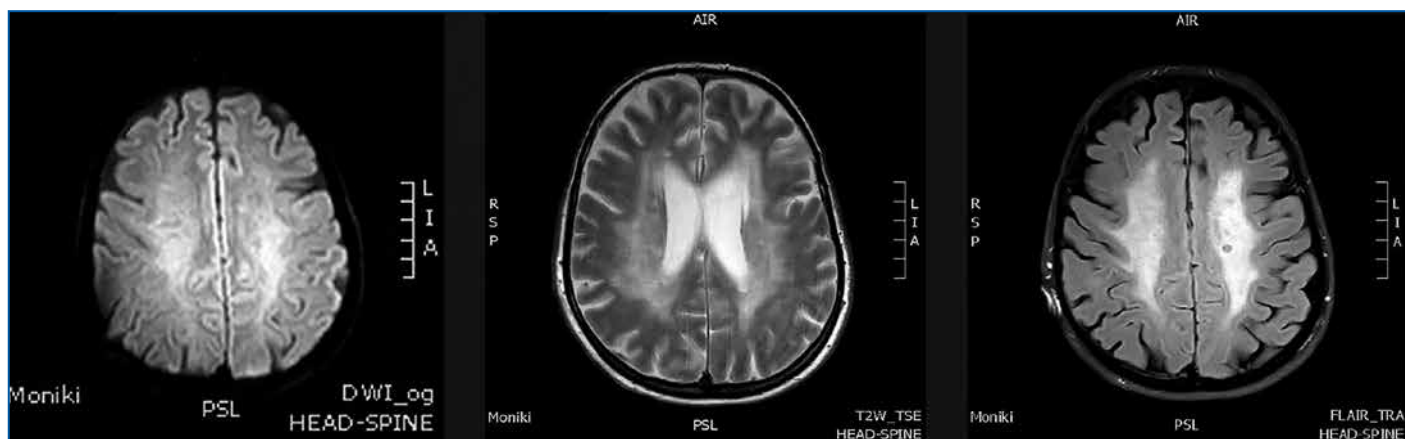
Данные МРТ головного мозга с контрастным усилением от 04.02.2022: в субкортикальном белом веществе обоих полушарий головного мозга выявляются множественные разнокалиберные очаги патологического МР-сигнала, гиперинтенсивного на T2-ВИ, FLAIR, гипоинтенсивного на T1-ВИ, с четкими контурами, неправильной овальной формы, ориентированными перпендикулярно боковым желудочкам. Вокруг очагов обширные зоны повышенной интенсивности сигнала на T2-ВИ; поражение полушарий несимметричное, обширное
